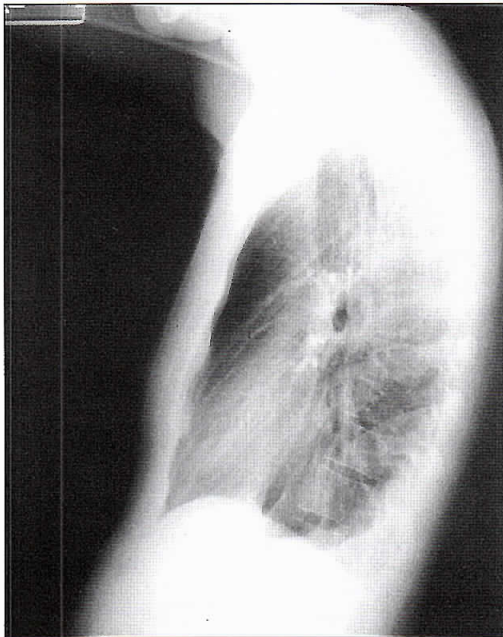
Radiografía de tórax en proyección lateral 04.04.2002. Derrame pleural pequeño.
